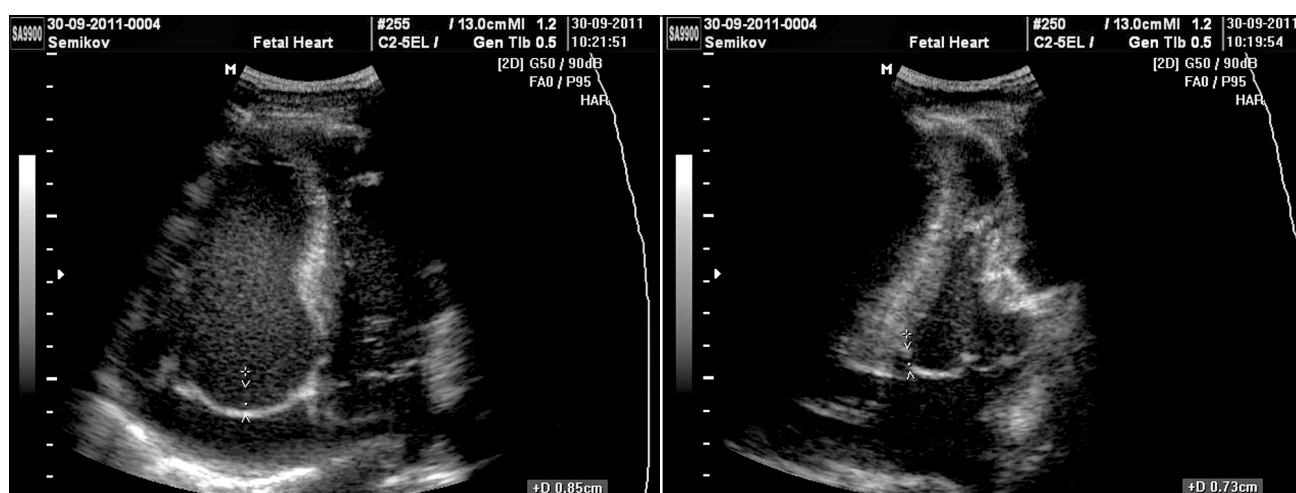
Эхокардиограмма 2.
